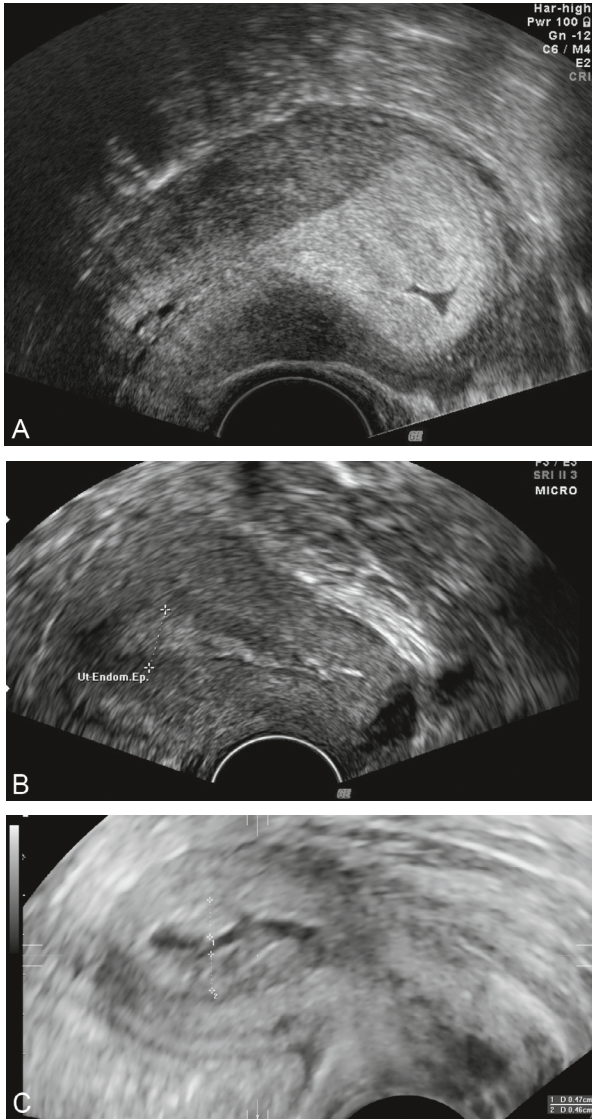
Échographie 2D. Coupe sagittale de l'utérus : épaisissements de l'endomètre.
